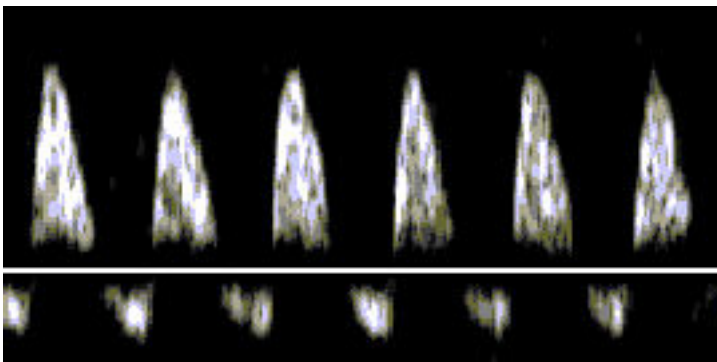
Imagini Doppler anormale pe a. ombilicală: inversarea fluxului diastolic (cazuistica Clinicii de Obstetrică “Dr. I. Cantacuzino”)
